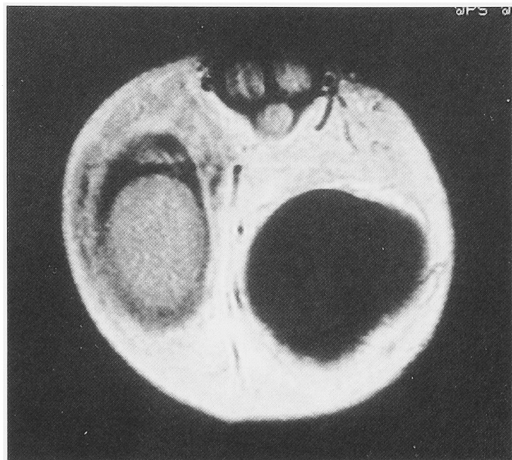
Enhanced MRI revealed absence of blood flow in the left testis in case 1.
